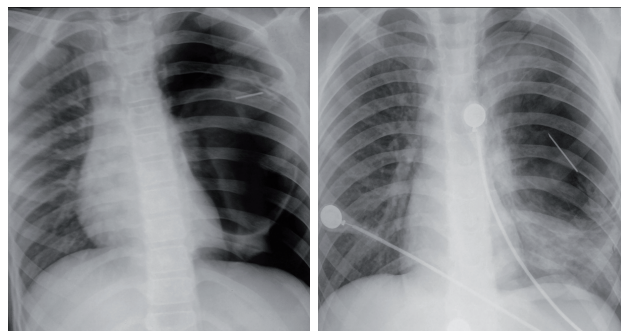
Chest radiograph taken at the time of putting a needle into the left hemithorax for initial drainage of air
